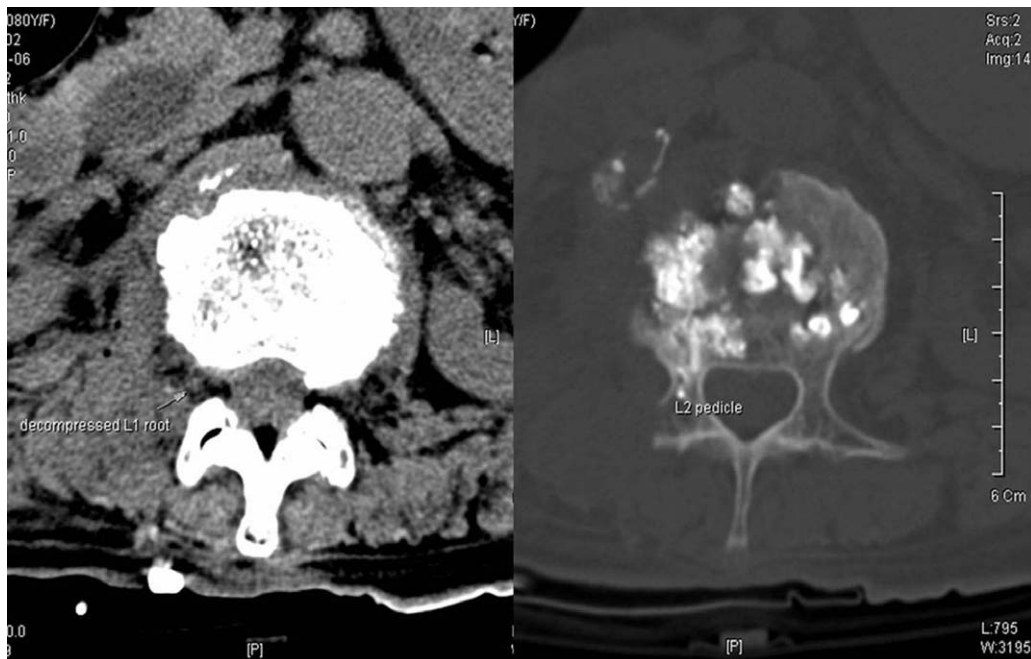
CT scan after paraspinous open microsurgical technique shows decompressed L1 exiting nerve root.
